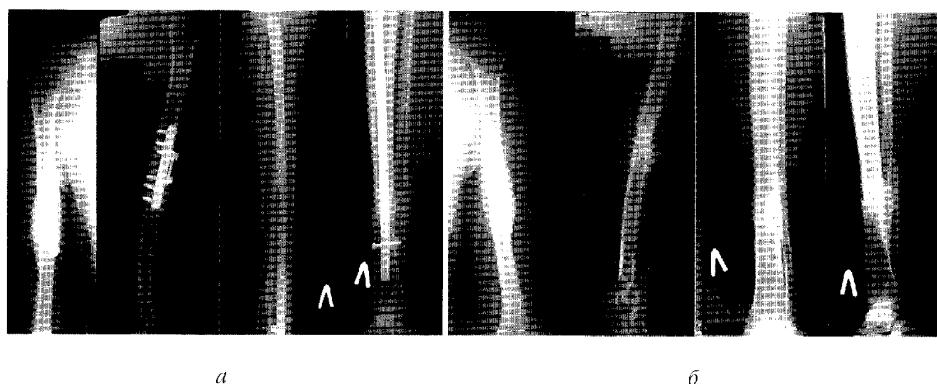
Рентгенограми хворого Д:
